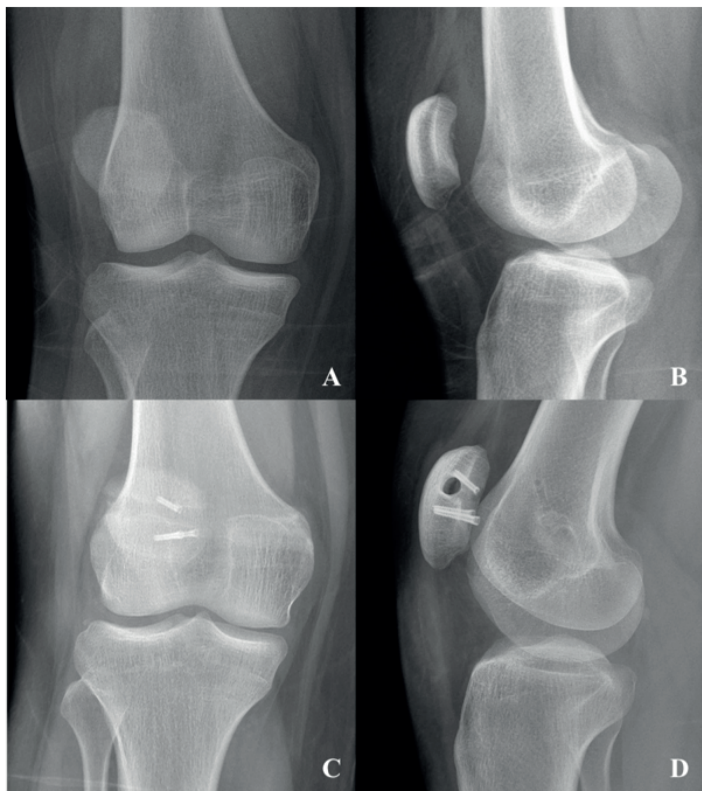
Comparison of preoperative AP (A), lateral (B) and final post-operative AP (C), lateral (D) radiographs
